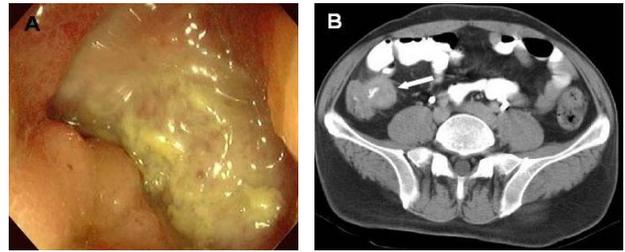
Ulcer in the terminal ileum. (A) Colonoscopy shows a large, deep ulcer in the terminal ileum. (B) Abdominal computed tomography (CT) shows bowel wall thickening of the terminal ileum (arrow).
